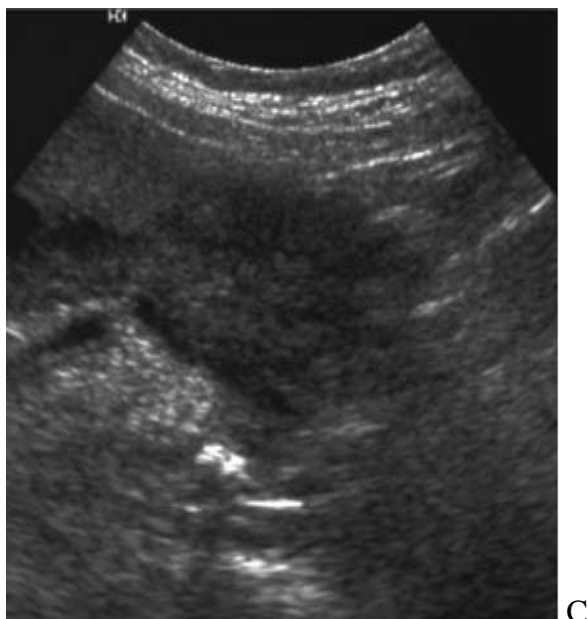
Exemple d'échographie réno-vésicale. A : Dilatation pyélo-calicielle du rein droit. B : dilatation urétérale droite. C : Calcul de l'uretère pelvien droit.
